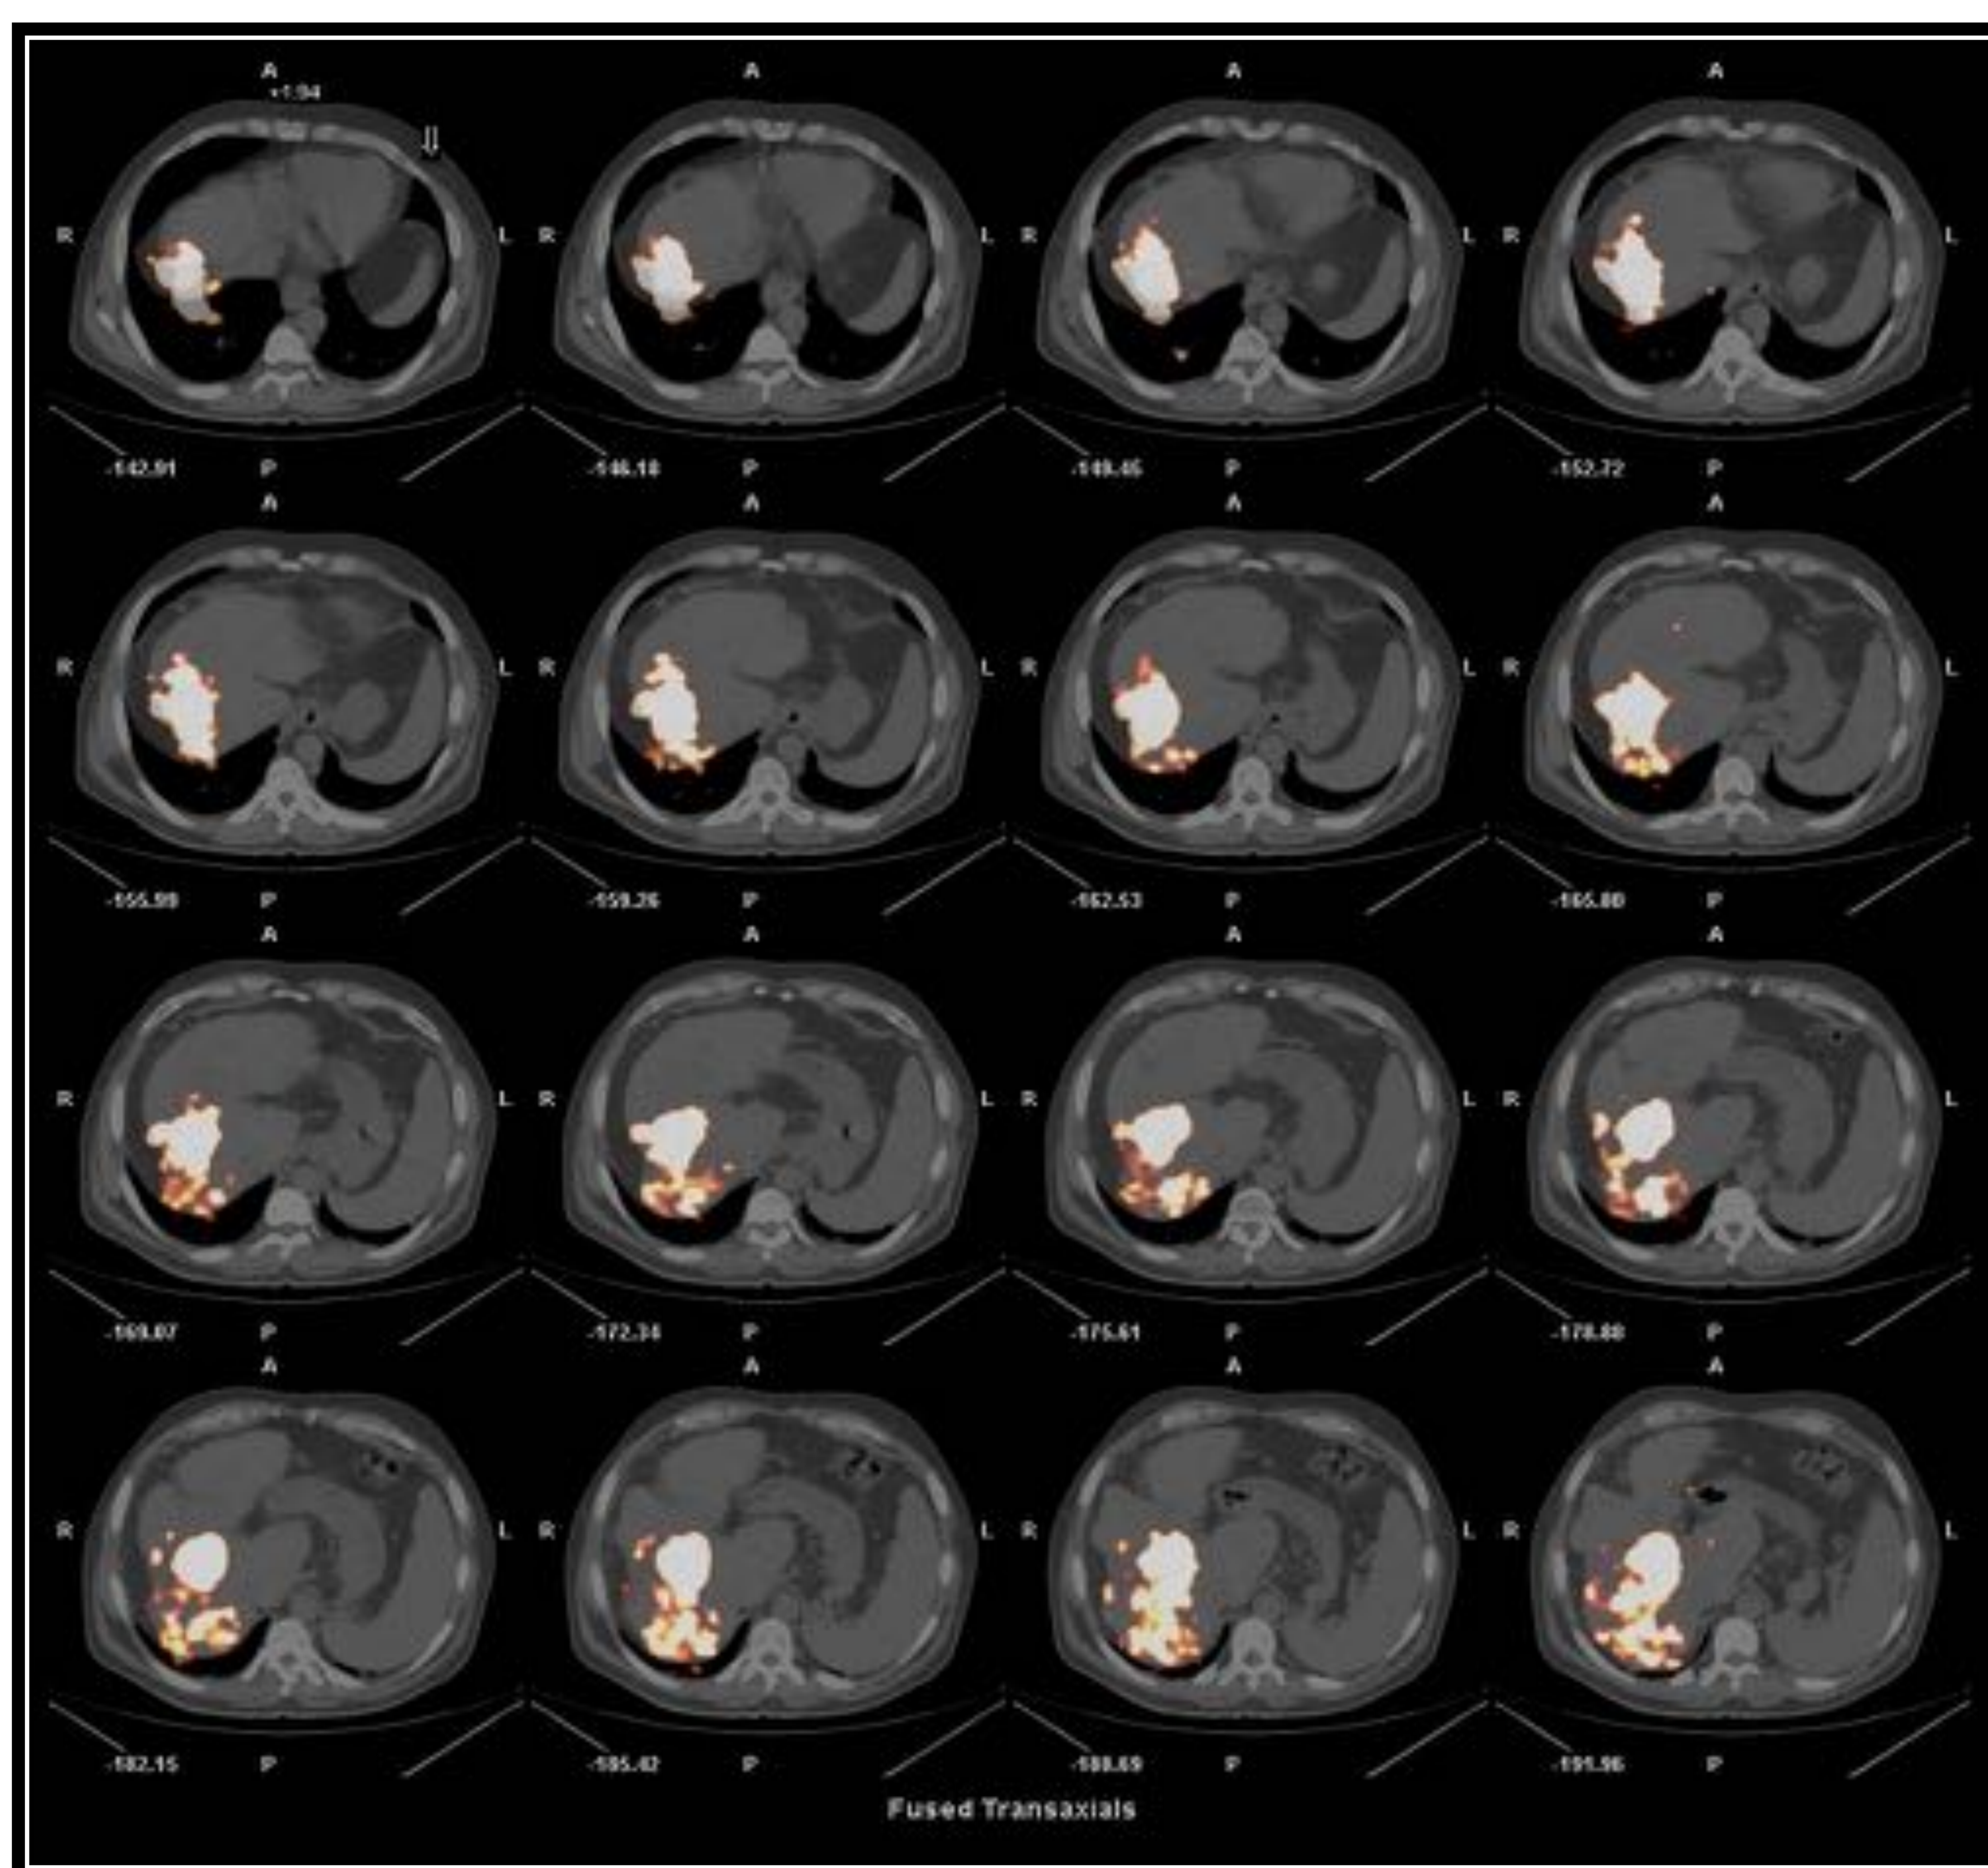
PET-TC de control tras realización de radioembolización.
